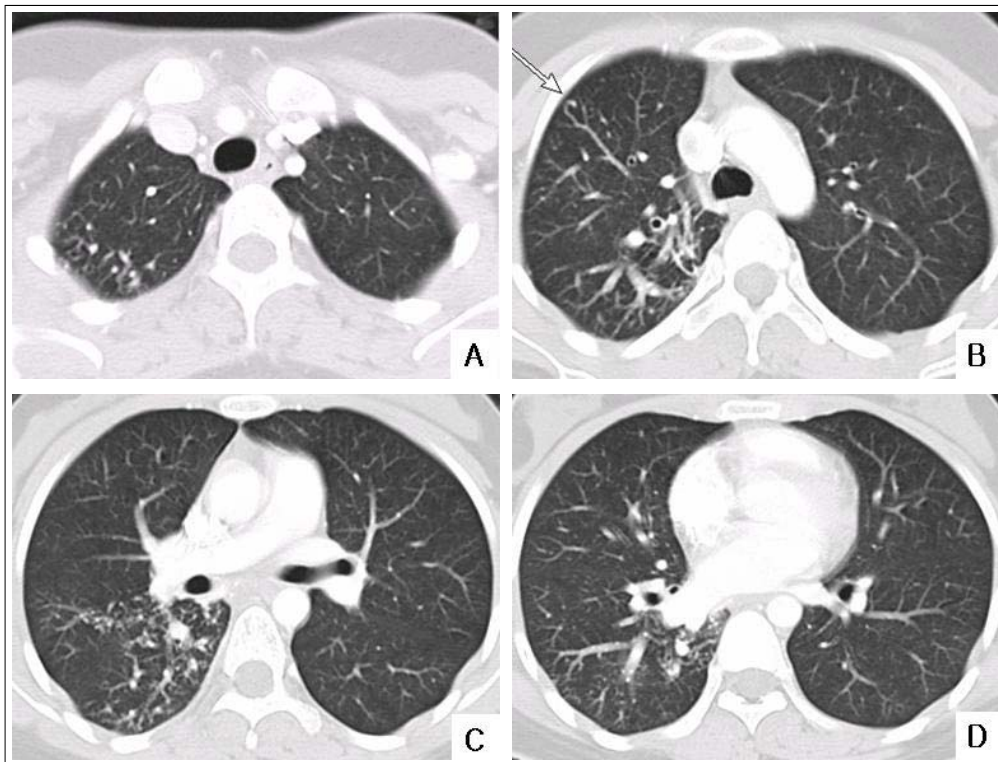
Chest CT scan showed slightly dilated tortuous pulmonary arteries and pulmonary veins (long arrow) in right segment 1, 2, 3, 6, 7, 8, 9, 10. Hypertrophied bronchial arteries and mediastinal collaterals through right pulmonary ligament.
